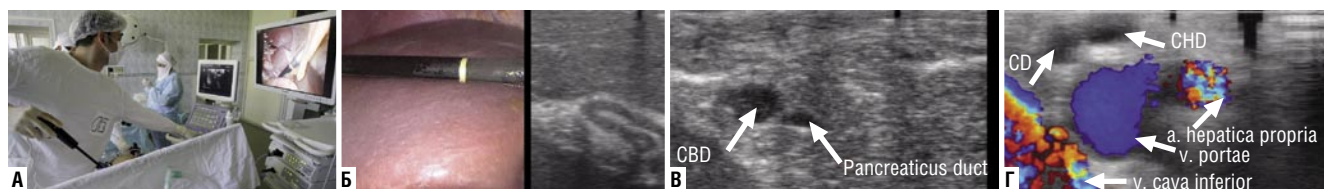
Техника ЛУЗИ. А – расположение операционной бригады; Б – начало исследования печени; В – исследование протоковых структур; Г – ультразвуковая навигация в области гепатодуоденальной связки.
